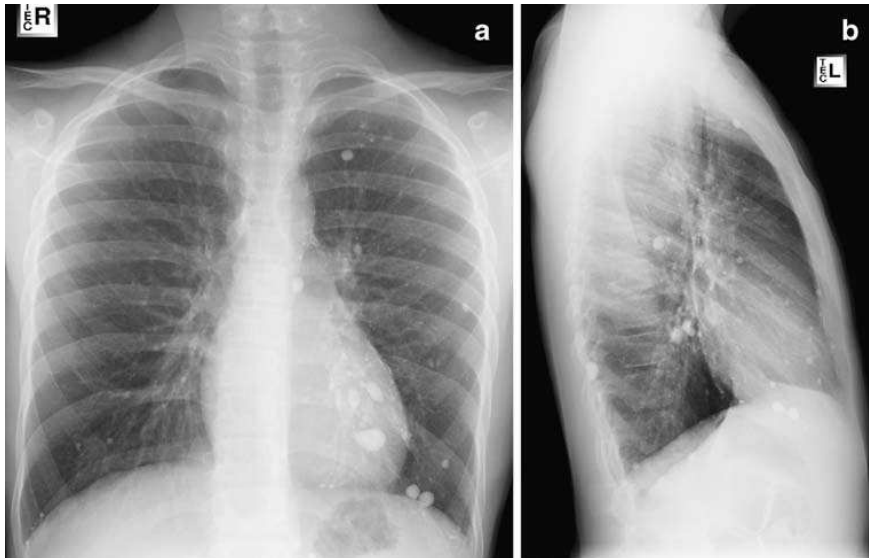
ap und laterale Thoraxröntgenaufnahme eines 13-jährigen Jungen mit multiplen runden Verschattungen, nachweislich Perflubron-Residua nach Flüssigkeitsbeatmung (nach Servaes et al. (110))
